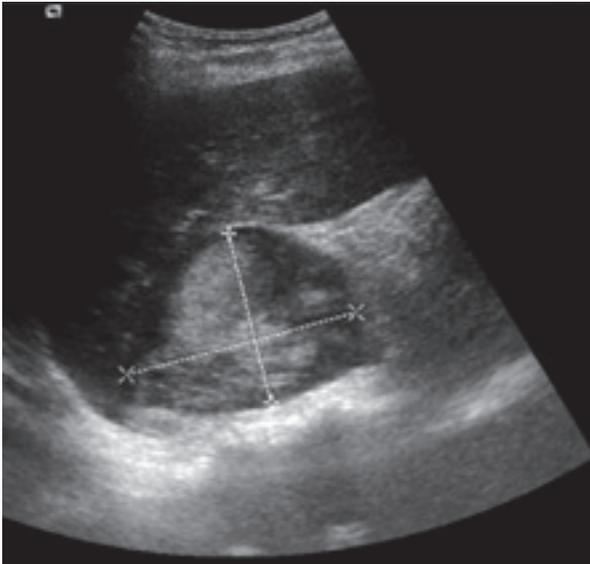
Ecografía abdominal, tumoración adrenal.
